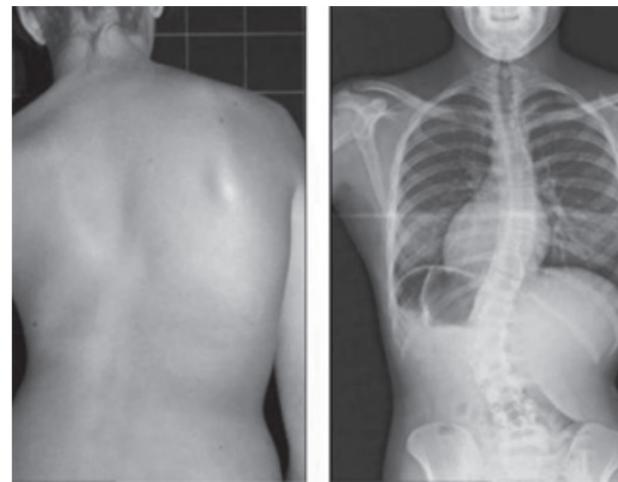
Se reportan en casos clínicos con alteraciones en la columna vertebral, dolor agudo y crónico, dependiendo de la gravedad del padecimiento, se pueden detectar con estudios de imagen como la radiografía de columna (Fisioterapia, 2016).
